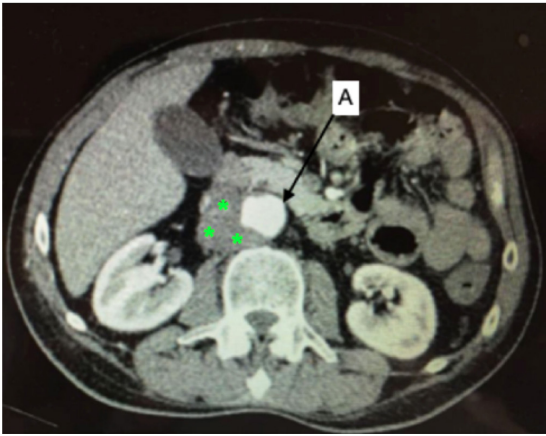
Tomografia computadorizada com contraste endovenoso, corte axial. (A) Aorta; os asteriscos correspondem a imagem compatível com coleção/massa periaórtica.
